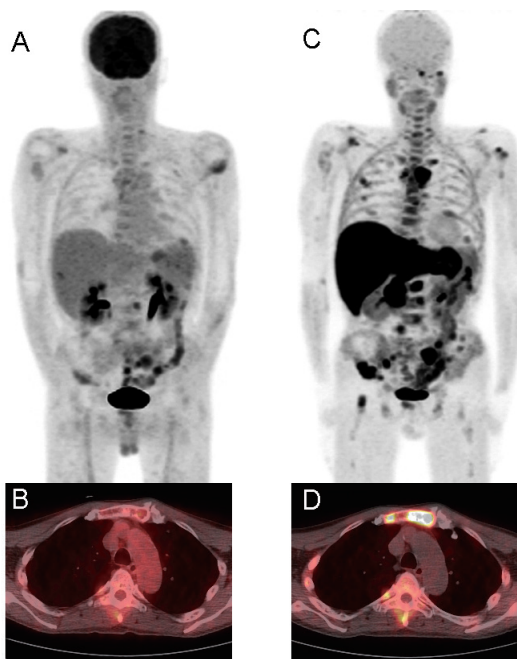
60 歳代男性、骨髄腫化学療法後の再燃症例。FDG-PET/CT の PET の MIP 像 (A) とメチオニン-PET/CT の PET の MIP 像 (B)、胸骨レベルの融合画像 (C:FDG、D:メチオニン) を示す。FDG-PET の画像と比較して、メチオニン-PET では頸部や多数の骨髄に活動性病変の存在が明らかである。
